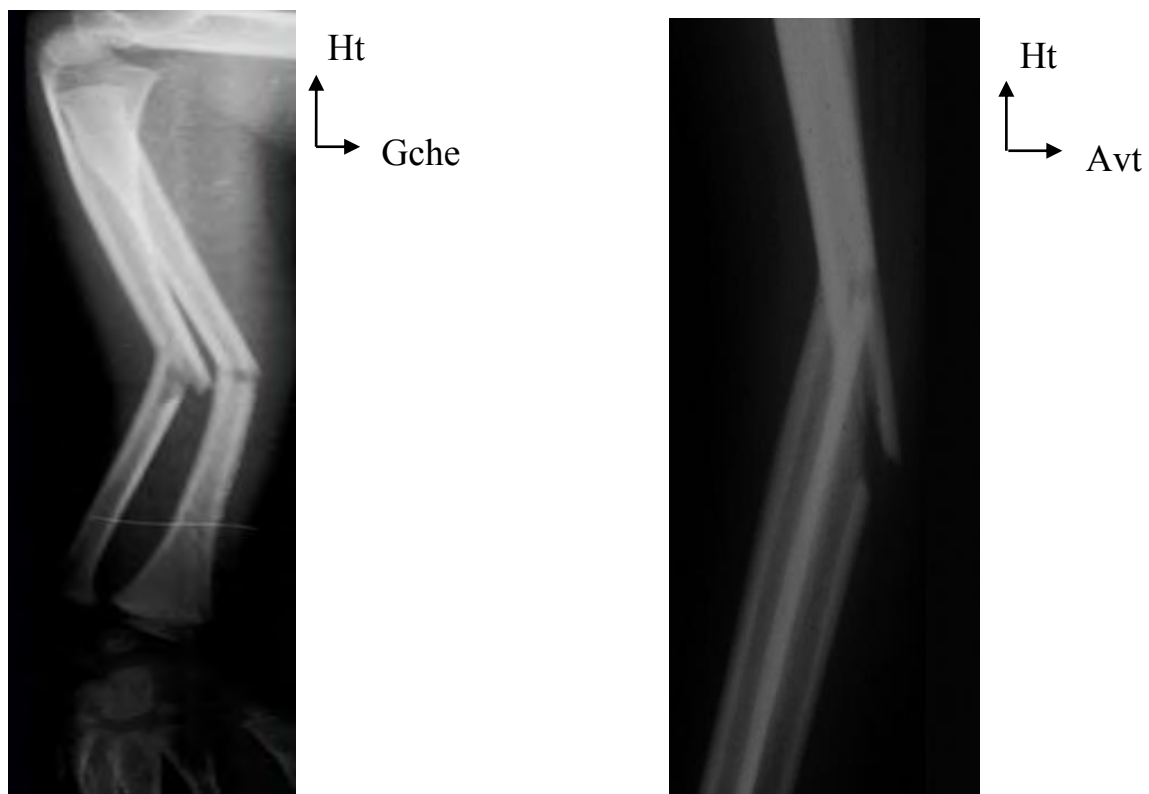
Radiographie avant-bras gauche mettant en évidence une fracture en bois vert des 2 os. [61]
